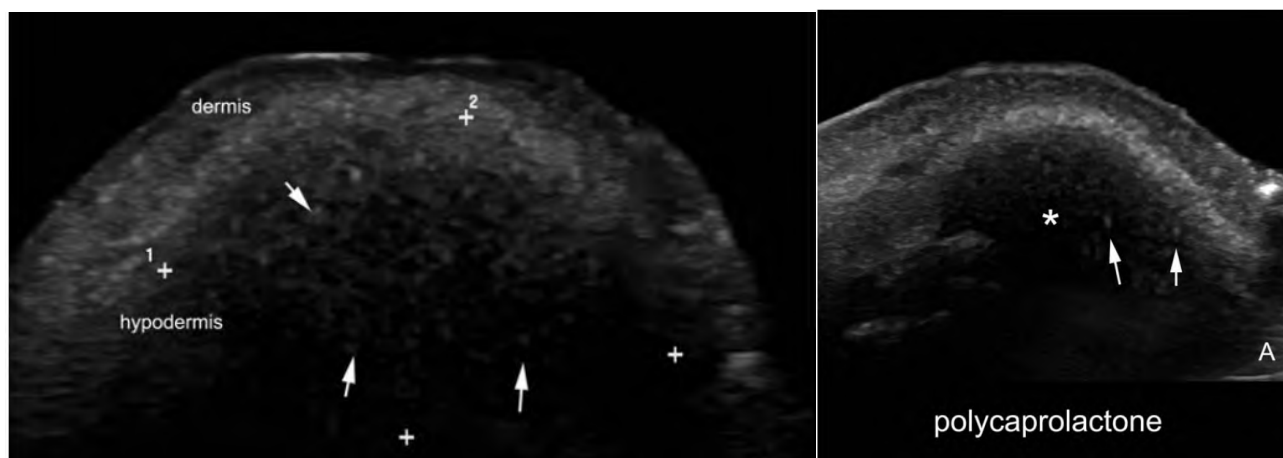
聚己内酯在猪皮肤(图1a)与人皮肤(图1b)中的超声图像
